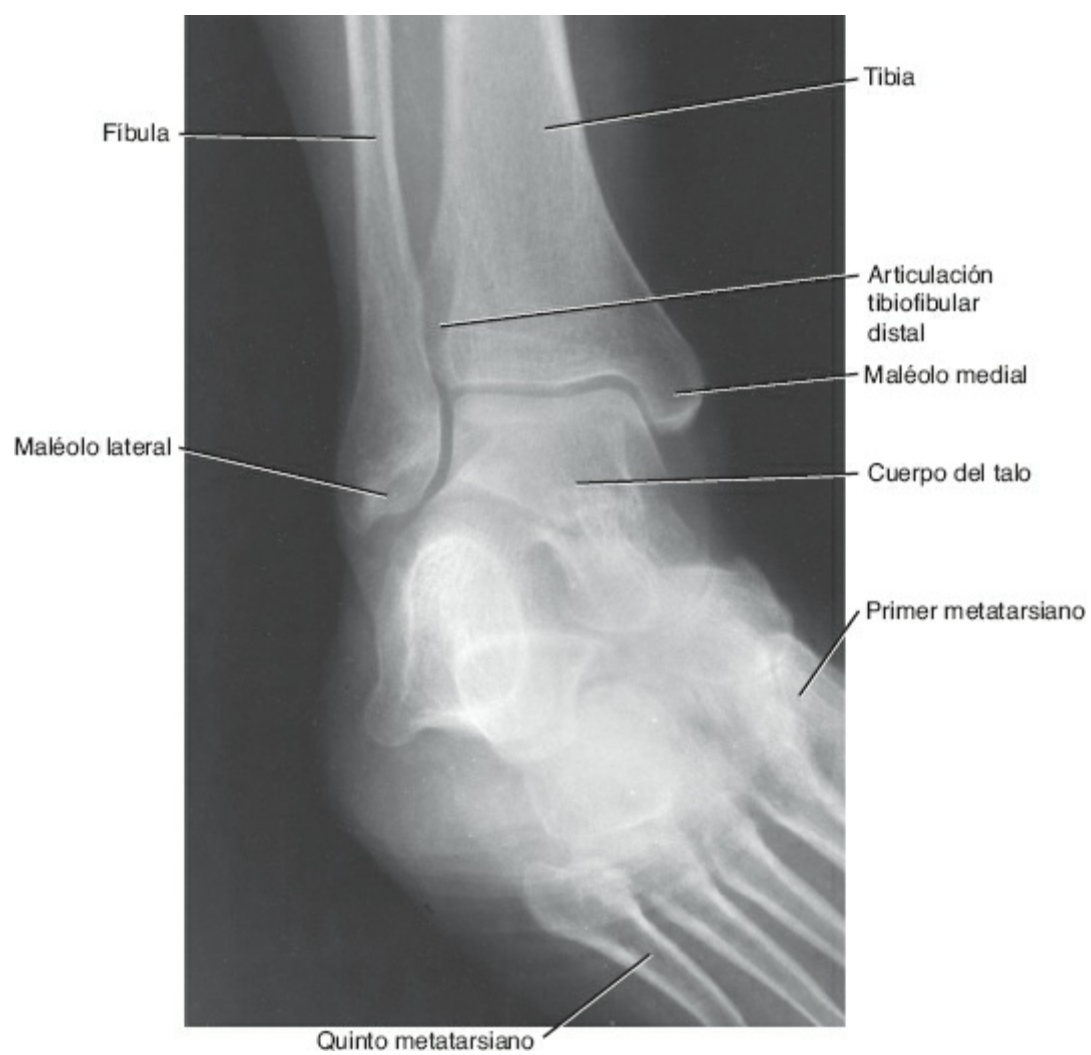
Radiografía anteroposterior del tobillo adulto.
